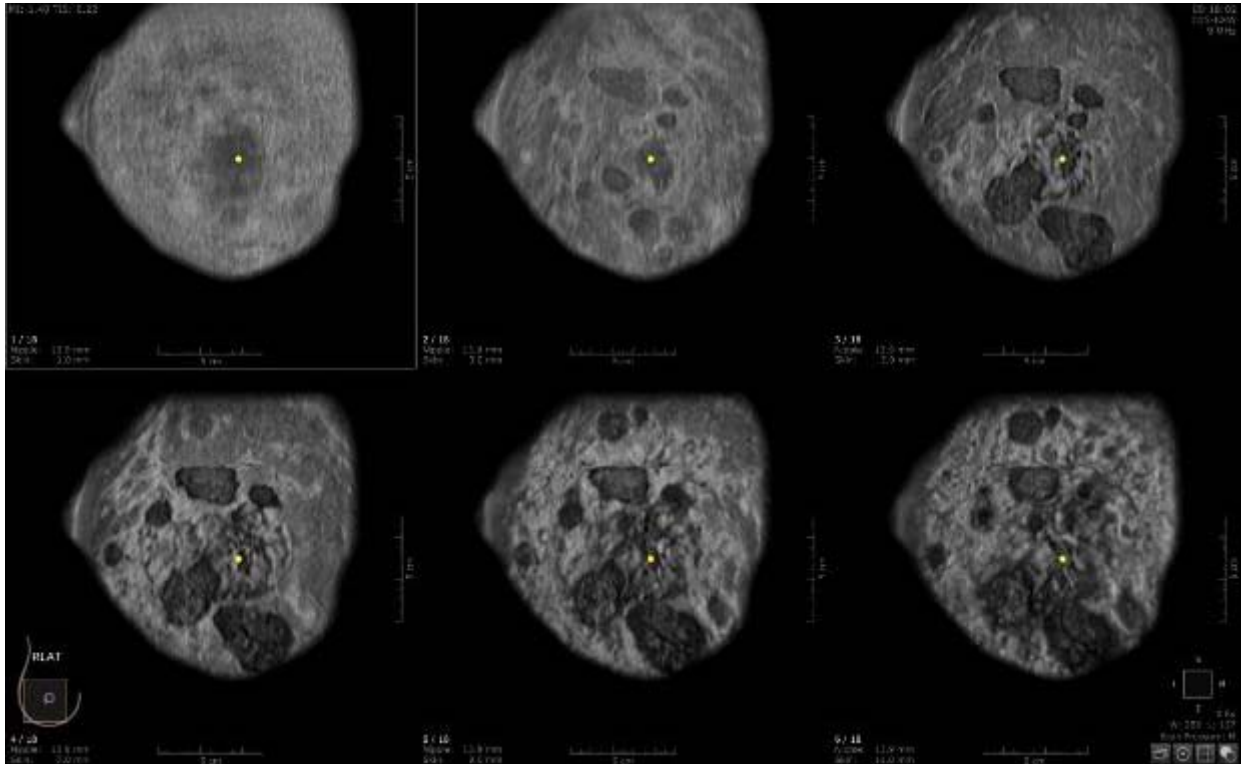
АУЗИ, УЗ сканы в коронарной проекции правой молочной железы
